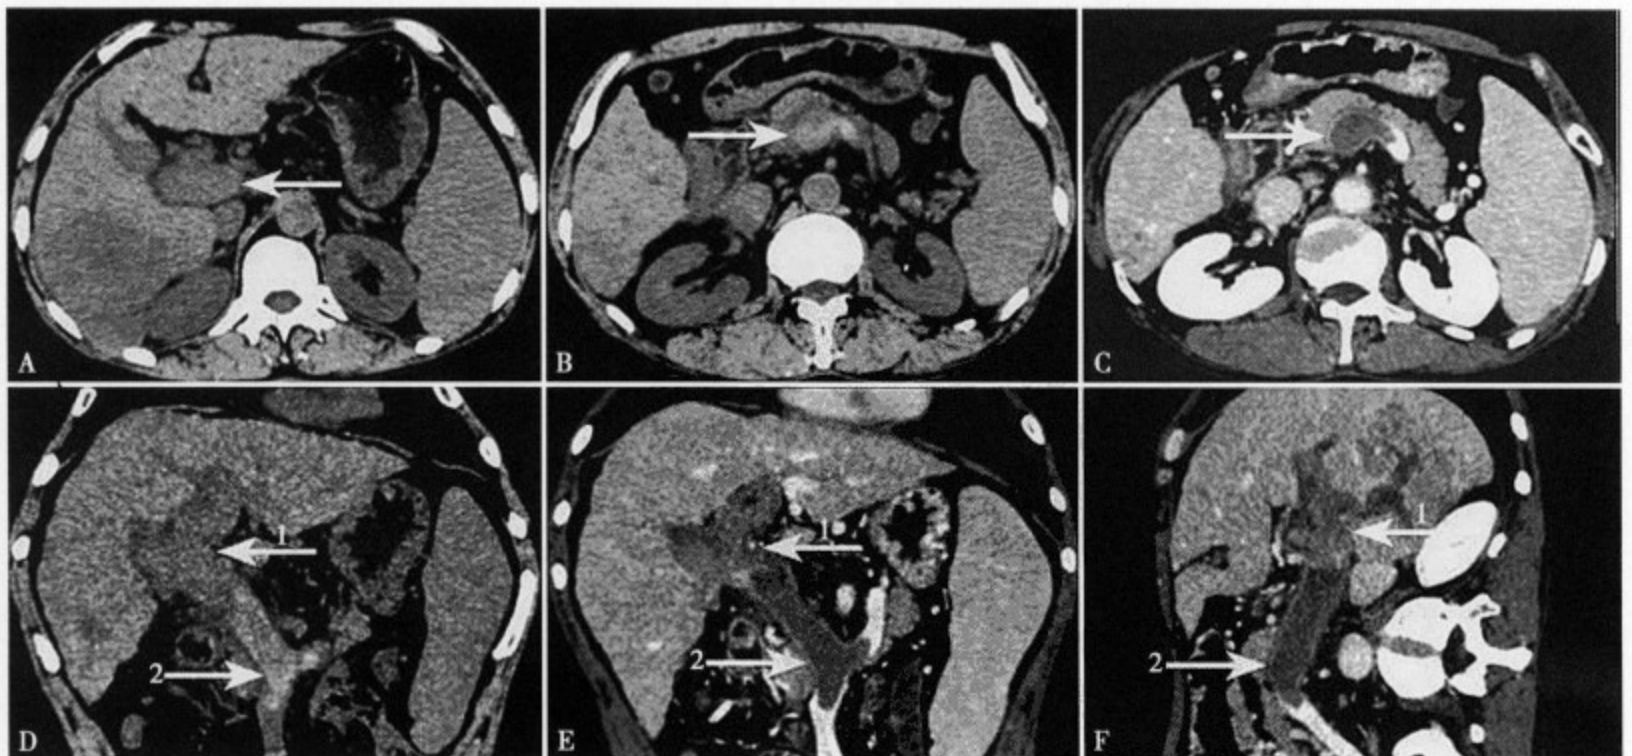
门静脉癌栓合并血栓 CT 平扫 (A、B、D) 肝右后叶下段见一类圆形低密度病灶，边缘不清，门静脉右支和汇合部扩张，内呈软组织密度影，向下延伸至门静脉主干、脾静脉和肠系膜上静脉，但后者内见条片状高密度影。增强扫描 (C、E、F) 阻塞远端的门静脉右支和汇合部瘤栓、门静脉血管壁有强化，近端的门静脉主干、脾静脉和肠系膜上静脉血栓不强化
